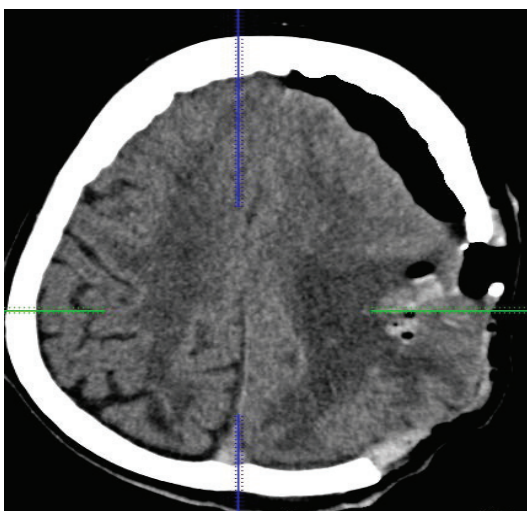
КТ на 1-е сутки после операции. Выполнена ДТЧ, удалено кровоизлияние
